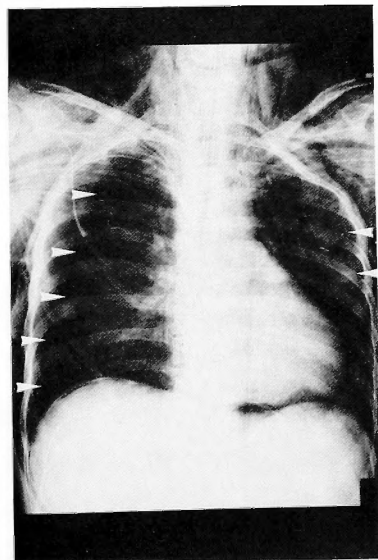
Chest X-ray shows bilateral pneumothorax (arrowheads), and subcutaneous and mediastinal emphysema.
